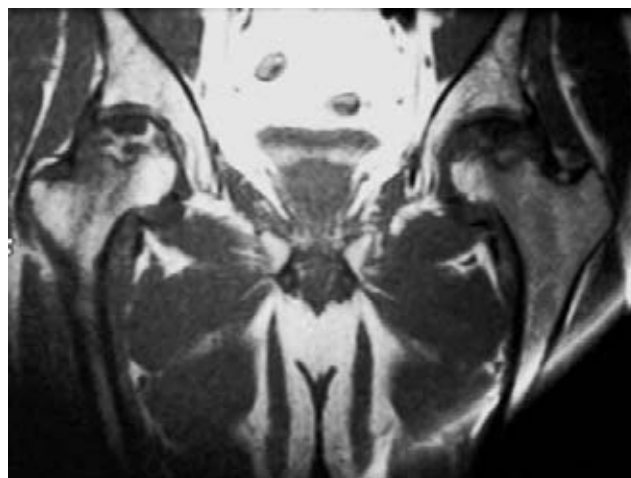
Fotografía de resonancia magnética donde se observa necrosis de ambas cabezas femorales.
